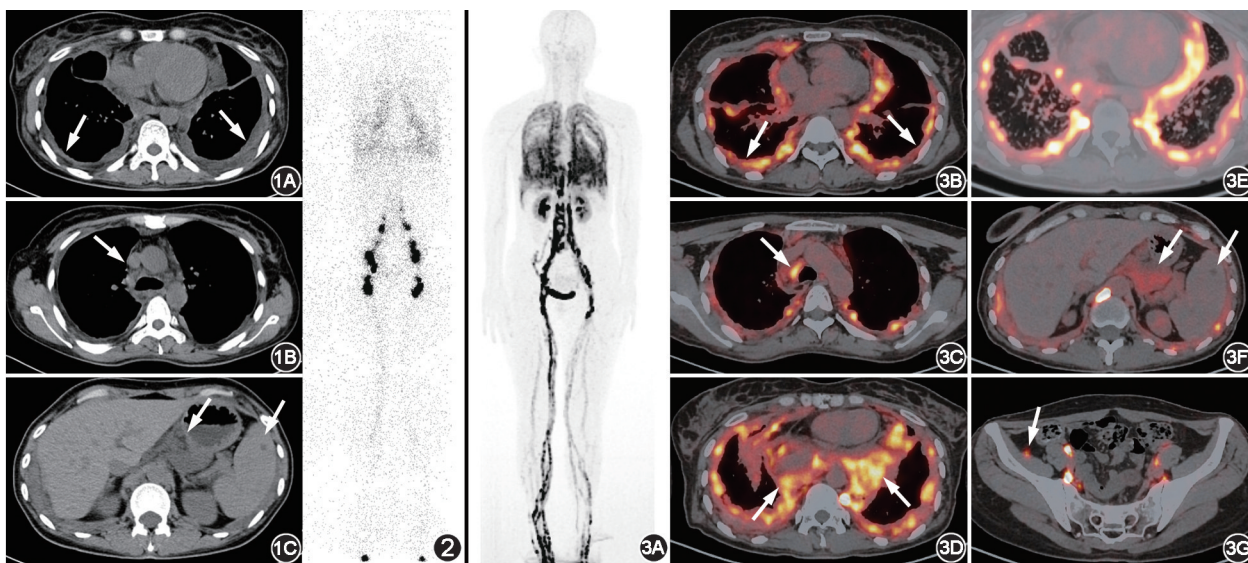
泛发性淋巴管异常 (GLA) 患者 (女, 36 岁) CT 检查图 (箭头示病灶) 可见双侧胸膜及叶间胸膜不均匀增厚 (1A), 纵隔多发低密度影填充于脂肪间隙 (1B), 脾低密度及胰腺周围囊性密度影 (1C) 图 2 同一患者 ⁹⁹Tc^m-硫化锑胶体 (ASC) 淋巴显像全身前位图 可见双侧胸腔内弥漫性显像剂分布 图 3 ⁶⁸Ga-1,4,7-三氮杂环壬烷-1,4,7-三乙酸-伊文思蓝 (NEB) PET/CT 显像图 (箭头示病灶) 全身最大密度投影图 (3A) 示双侧胸腔、上腹部及右下腹部异常显像剂分布; PET/CT 融合图示双侧胸膜及叶间胸膜增厚伴不均匀异常显像剂分布 (3B), 纵隔多发低密度影伴异常显像剂分布 (3C), 双侧乳糜性胸腔积液 (3D), 双肺支气管血管束及小叶间隔增粗 (3E), 胰腺周围囊性密度影伴显像剂分布, 脾低密度影, 但未见显像剂分布 (3F), 右下腹异常走行淋巴管, 为 GLA 受累部位 (3G)。GLA 罕见, 属于淋巴管畸形疾病, 主要见于先天发育异常, 亦可为后天获得性。病变通常呈弥漫性、多灶性分布, 可发生于全身任何含有淋巴系统的部位, 包括肺、纵隔、胸膜等胸腔内器官, 也可累及腹部脏器和骨等器官^[1]。⁶⁸Ga-NEB PET/CT 淋巴显像能够无创可视化全身淋巴系统, 灵敏度及空间分辨率均较⁹⁹Tc^m-ASC SPECT 高;⁶⁸Ga-NEB 颗粒直径较⁹⁹Tc^m-ASC 小, 沿淋巴管移动更快, 故显像时间更短^[2]。本例⁶⁸Ga-NEB PET/CT 显像表现为以胸部受累为主的 GLA, 成功区分了 GLA 活性病灶与非淋巴管畸形病变, 为临床诊断提供了丰富、有力的依据
